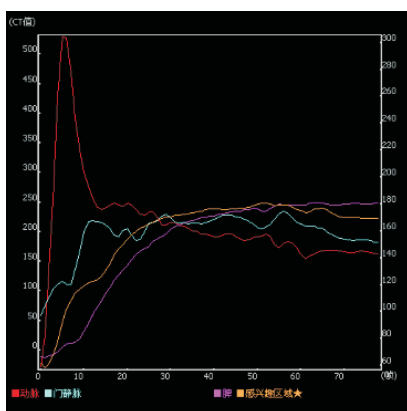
实验组 CT 灌注扫描曲线图 (以脾动脉组为例)
